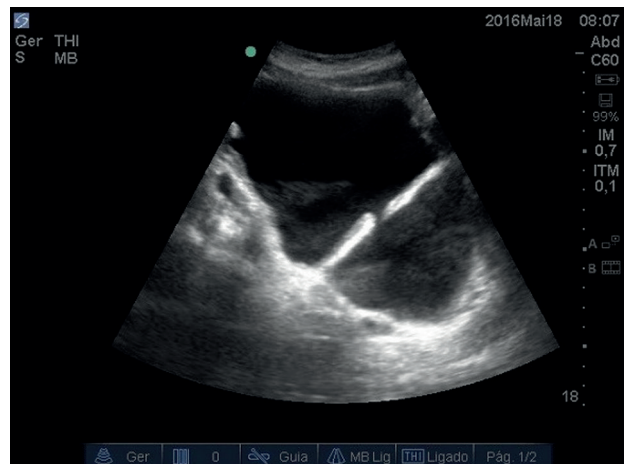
Ultrassonografia da bexiga evidenciando volume acentuado e grande divertículo vesical.
